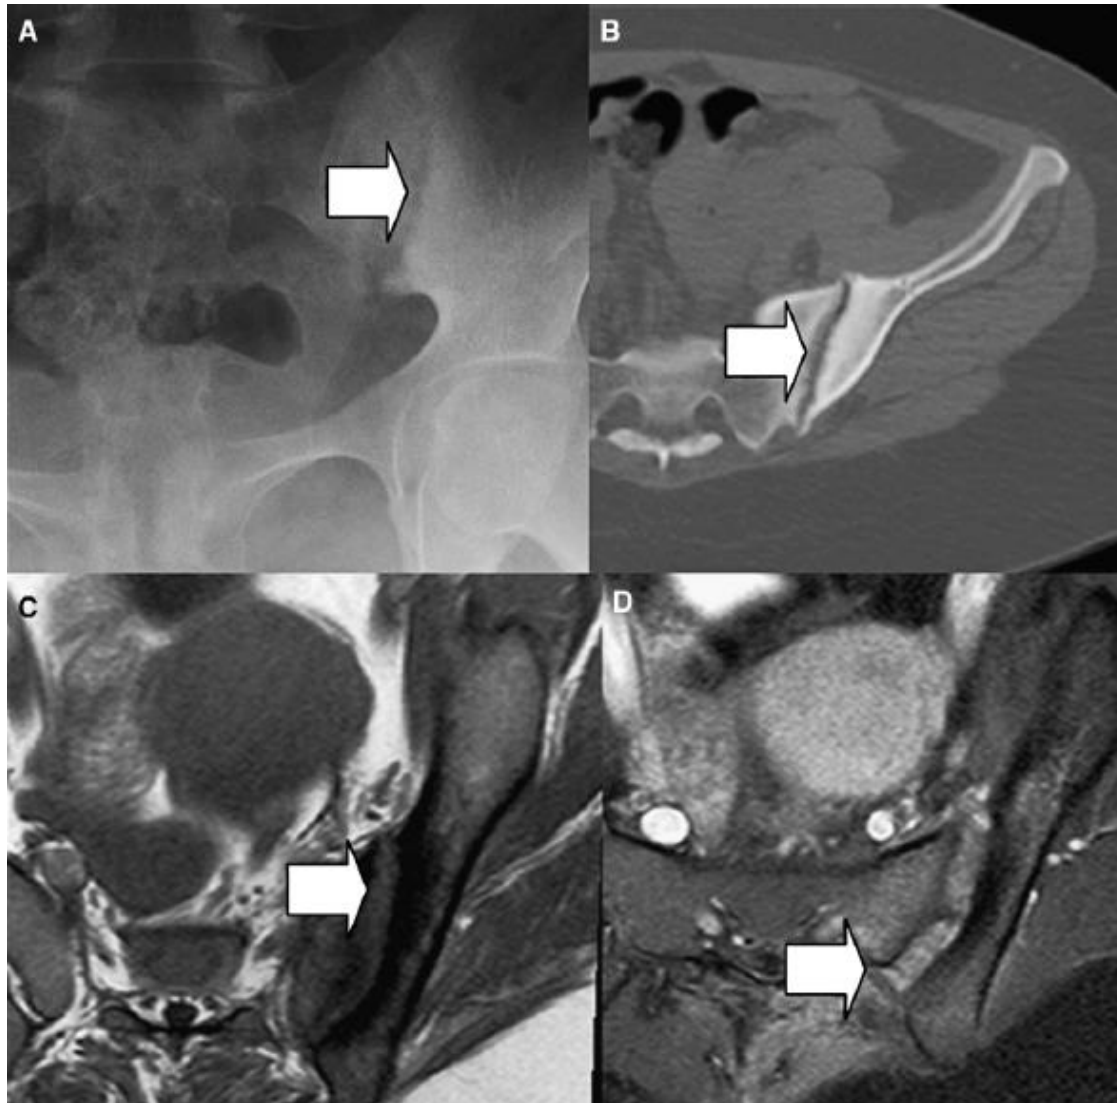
A 44-year-old woman with lower back pain that radiated to the left side and a positive *Brucella* titer. (A) Plain radiograph, showing widening of the left sacroiliac (SI) joint with erosions and sclerosis on the iliac side (arrow). (B) Computed tomography, elegantly demonstrating widening of the left SI joint, with erosions and sclerosis on the iliac side (arrow). (C) Axial T1-weighted image, showing low signal on both sides of the SI joint along with widening (arrow). (D) Axial T1 postgadolinium infusion, showing avid enhancement of the SI joint, bone, and muscles consistent with brucellar septic arthritis and osteomyelitis (arrow).
